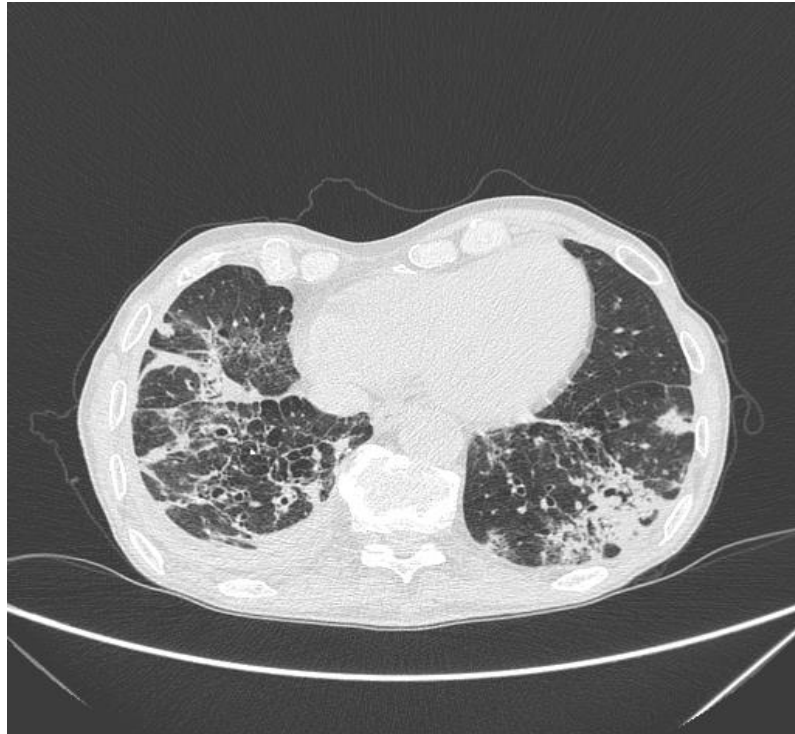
Пример компьютерной томограммы легких с наличием фиброзных изменений по типу «сотового легкого»
